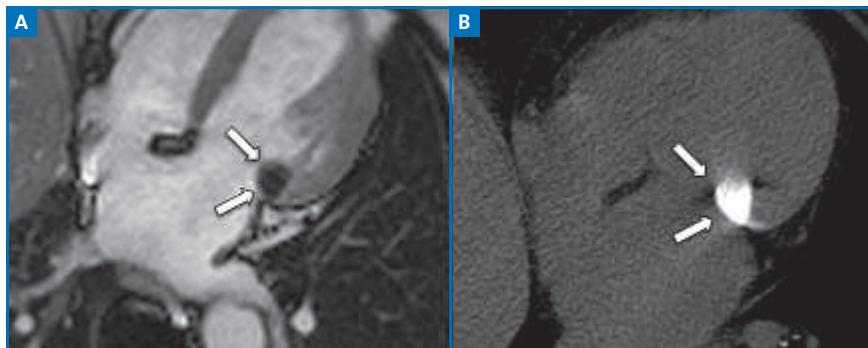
Découverte échographique d'une formation hyperéchogène nodulaire au contact de la commissure postérieure. L'hypothèse d'une tumeur myocardique ou valvulaire est évoquée. L'IRM cardiaque retrouve une image pseudotumorale en hyposignal avec un doute sur une prise de contraste périphérique (A, flèches). Le scanner cardiaque sans injection effectué après l'IRM détecte une formation spontanément dense totalement calcifiée de la commissure postérieure, évocatrice d'un abcès caséux de l'anneau mitral, sans valeur pathologique (B).
